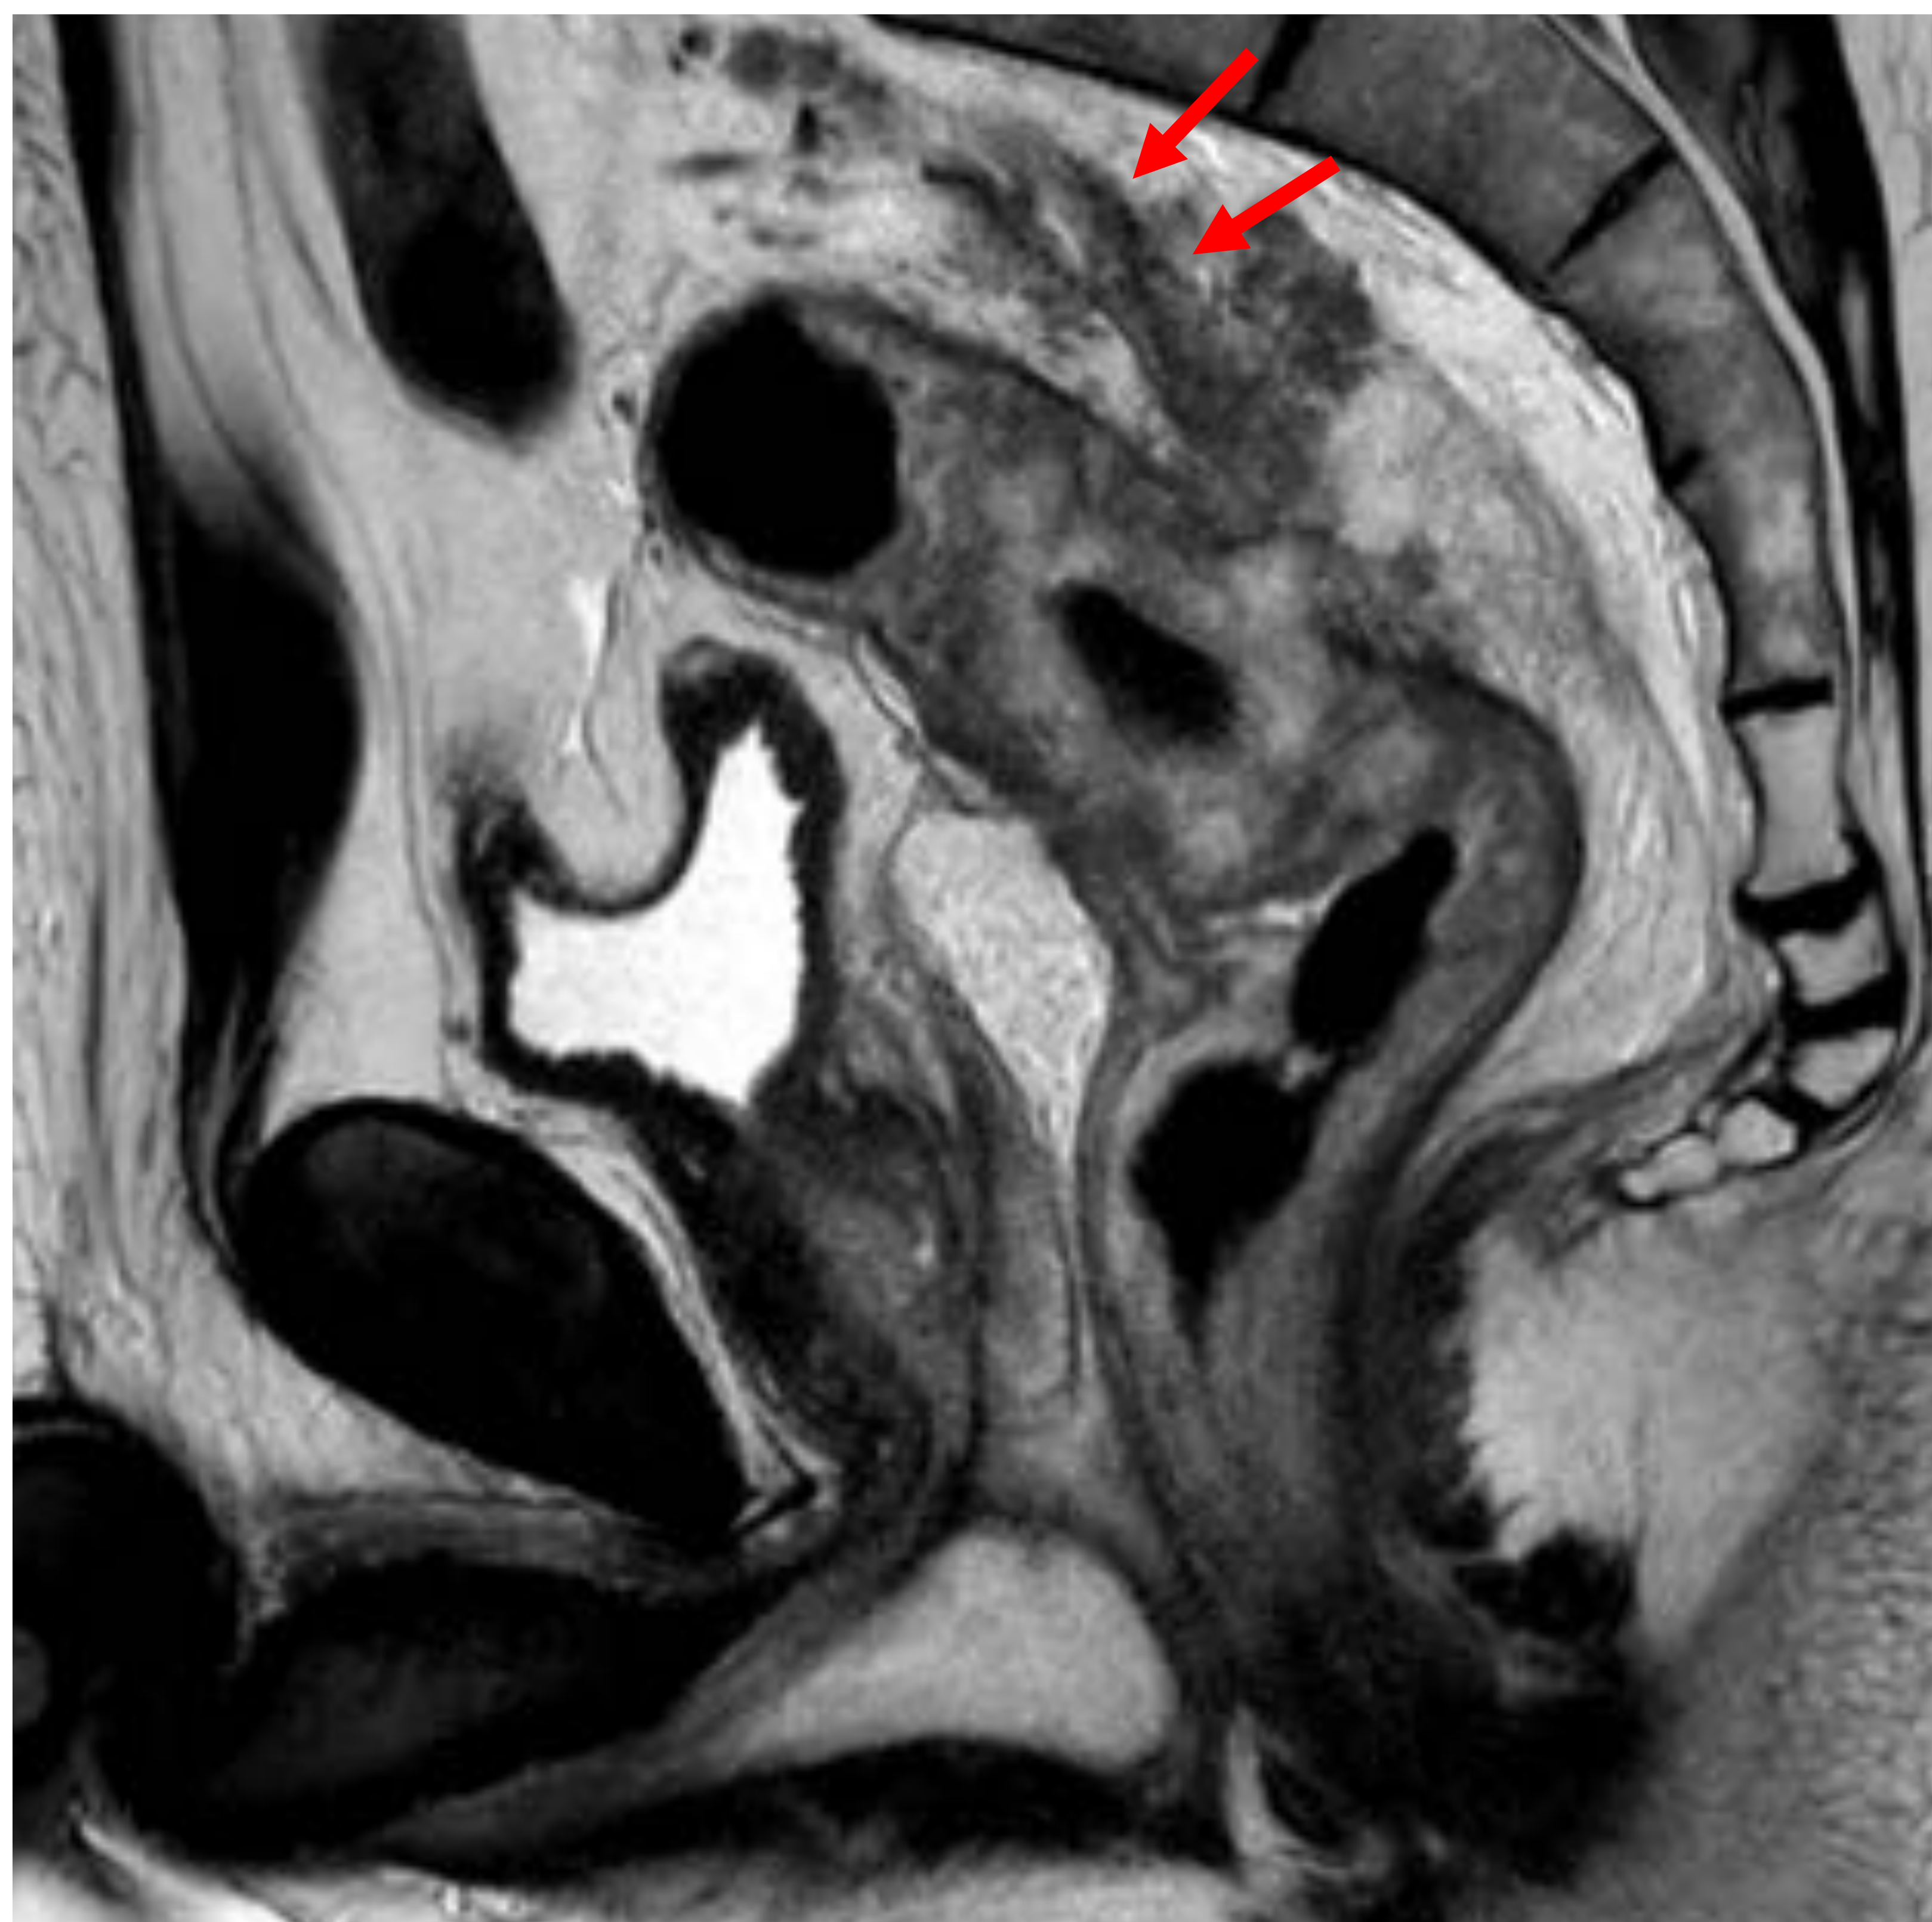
RM recto plano sagital. La flecha roja señala invasión venosa
